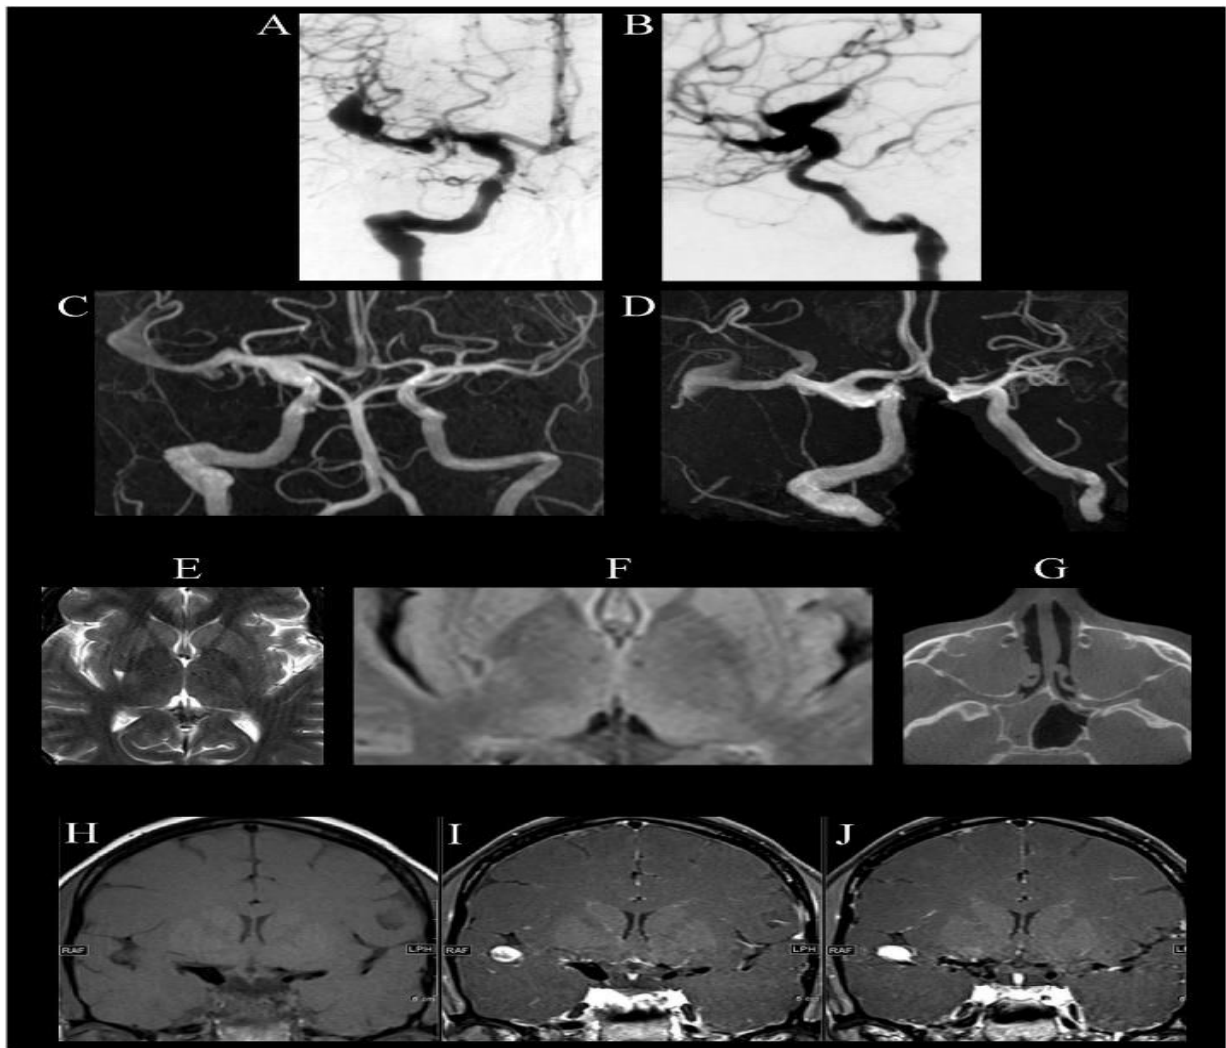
Image angiographique avec vues antéro-postérieure (A) et latérale (B) des artères alimentant l'hémisphère droit montrant un anévrisme fusiforme étendu qui provient de l'artère carotide interne droite sous la base du crâne et s'étend dans les segments M1 et M2 de l'artère cérébrale moyenne droite. L'IRM 3D (C, D) révèle également une dilatation dans le segment A1 proximal (D). L'image IRM axiale T2 pondérée 3 T (F) montre une lésion lacunaire bien circonscrite, iso-intense au liquide céphalorachidien, dans la partie postérieure de la base avec un signal péri lésionnel peu augmentée dans la récupération axiale par inversion atténuée 3 T IRM compatible avec un infarctus résiduel (E-F). La Tomographie par faisceau conique des sinus paranasaux présente un épaissement complet de la muqueuse des sinus maxillaire et sphénoïdal droit (H). L'IRM pondérée en T1 améliorée par contraste coronal n'a pas révélé de rehaussement de la paroi du vaisseau dans le segment C7 de l'artère carotide interne et dans le segment M1 de l'artère cérébrale moyenne qui peut indiquer une vascularite active (panneau H sans contraste et panneaux I et J avec produit de contraste) (59).
